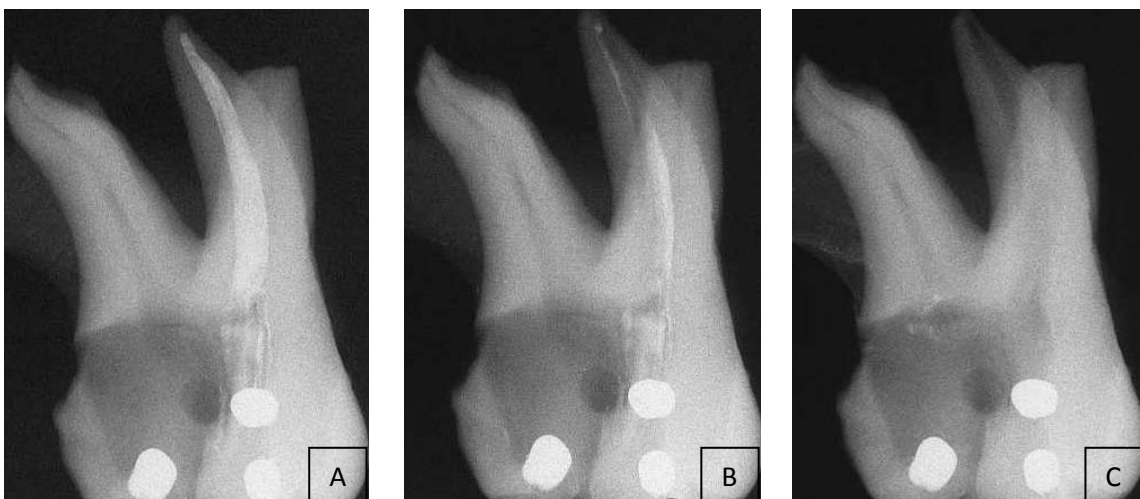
A. Radiografia de dente com canal com TENC. B. Remoção de material obturador com limas rotatórias. É possível verificar a existência de remanescentes do material obturador, que não foram removidos com as limas rotatórias. C. Remoção da guta percha (que as limas rotatórias não removeram) com limas SAF®. O canal radicular apresenta-se limpo (adaptado de Newsletter SAF®, 2011).
